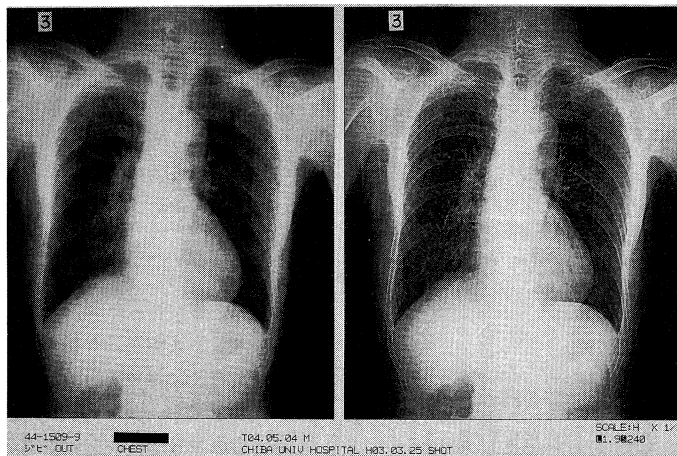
両側肺尖部治癒型肺結核例のFCR。左画像は階調処理画像で通常のX線像とほぼ同様。右画像は周波数処理画像で辺縁が強調された像を呈している。
